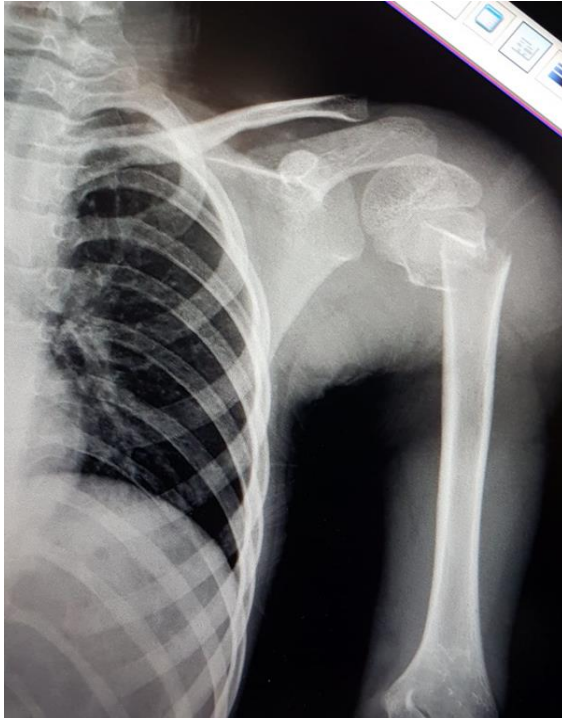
Proximal Humerus fracture, X-Ray imaging
